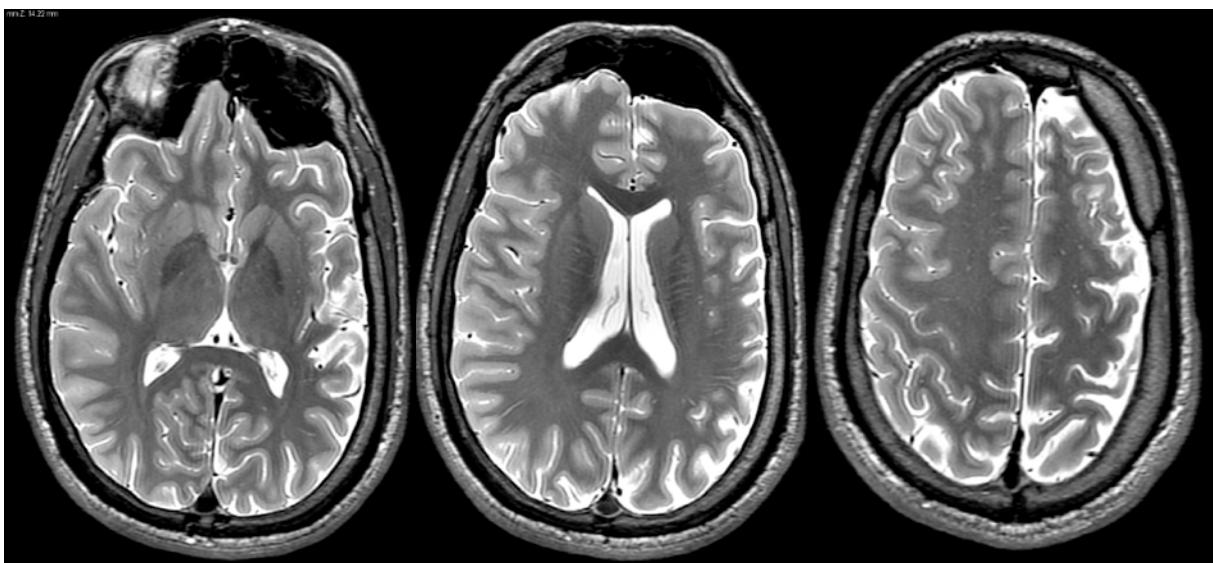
RM en encefalitis de Rasmussen: atrofia cortical difusa afectando el hemisferio cerebral izquierdo.
